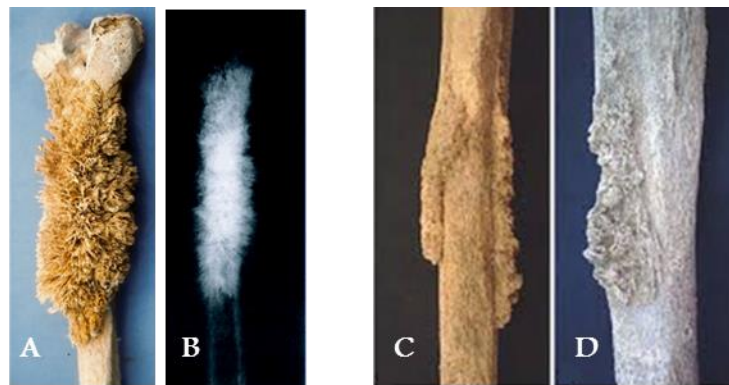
Paléopathologie . existence ancestrale des ostéosarcomes. Photographie (A) et radiographie (B) d'un ostéosarcome du fémur dit « en feu d'herbe » découvert chez une momie péruvienne lors d'une autopsie réalisé par le paléopathologiste A. Aufderheide en 1990 [800 B.P. (Before Present) = 1150 après J.C. (Jésus Christ) ; Capasso, 2005]. Photographies, vues antérieure (C) et postérieure (D), d'un ostéosarcome affectant le tiers proximal du tibia d'un adulte mâle de la nécropole impériale de Castel Malnome en Italie (I à II siècle A.D. ; Minozzi et al., 2012).
